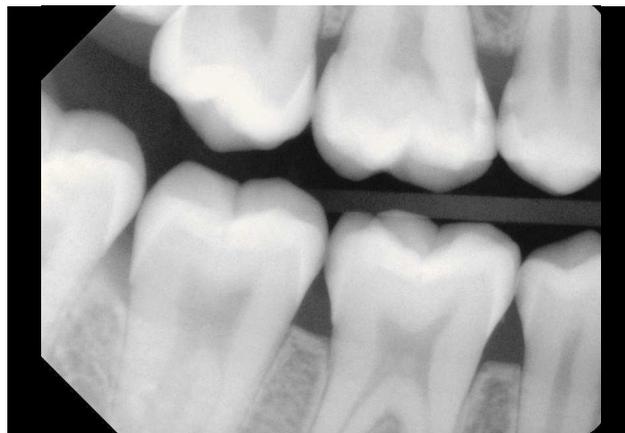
Radiografía de aleta de mordida del primer y del cuarto cuadrantes con un sistema de sensor en la que se observa caries interproximal en los dientes 15 y 16.
